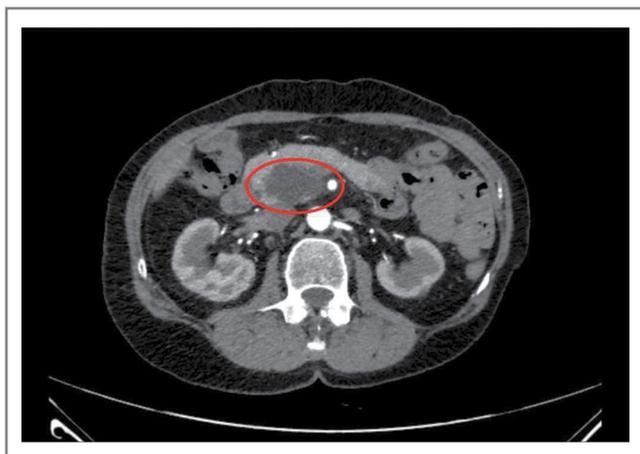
Компьютерная томограмма органов брюшной полости с контрастным усилением от 04.02.2023.
